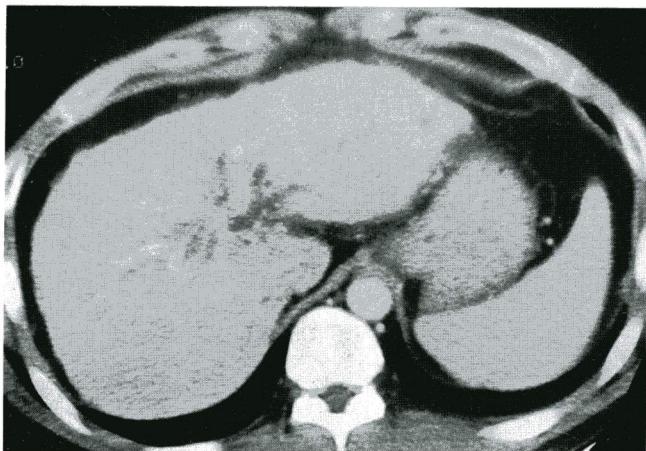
Abdominal CT demonstrates dilatation of both IHGs and suspicious thrombi in left portal vein.
